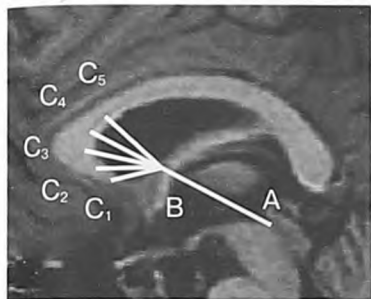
МРТ - срез мозга по средней линии в сагиттальной плоскости
